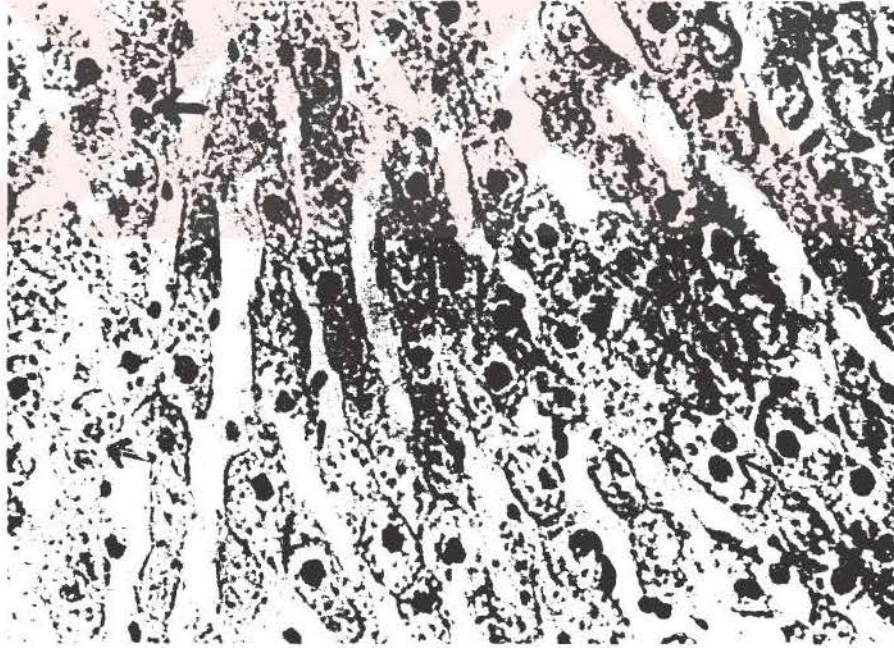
Cimetidine ve theophylline sonrası grubu sıçan karaciğeri lobulüslerine ait ışık mikrofotografisi görülmektedir.Vc: Vena centralis,PA:Periportal alan
